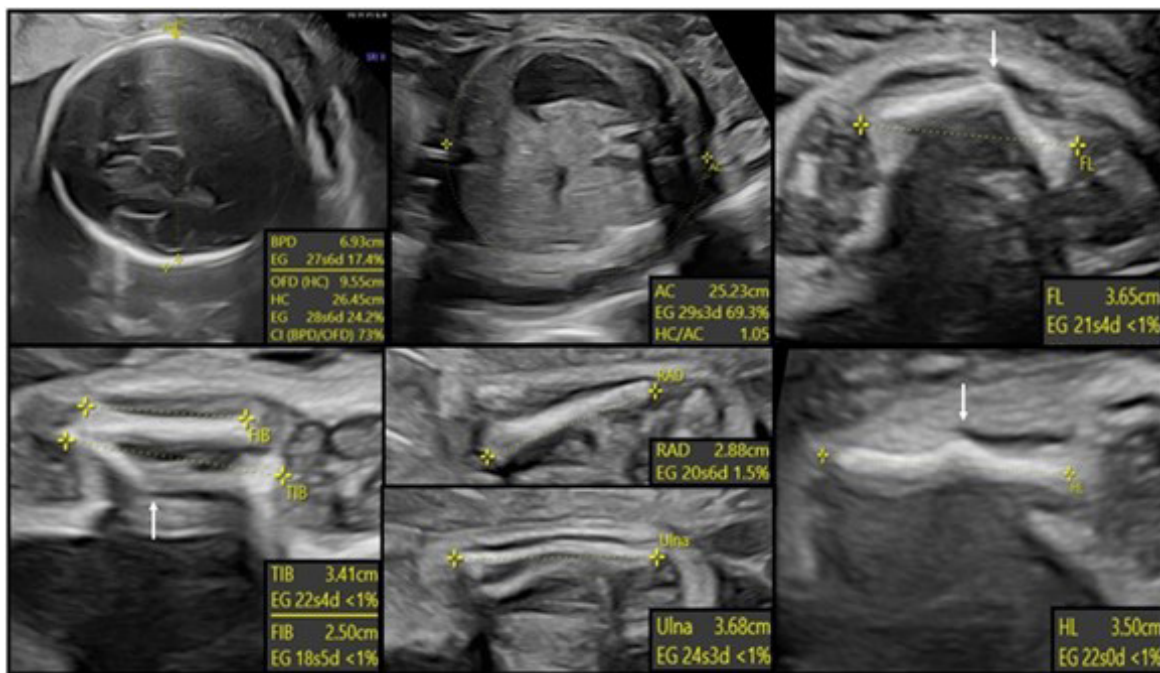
ECOGRAFÍA PRENATAL: SE EVIDENCIA MICROMELIA CON HUESOS LARGOS (FÉMUR, TIBIA, PERONÉ, HÚMERO, CÚBITO Y RADIO) DISPLÁSICOS CON ACORTAMIENTO Y ARQUEAMIENTO (FLECHA BLANCA EN FÉMUR, HÚMERO Y TIBIA); ECOGENICIDAD ÓSEA CONSERVADA.
